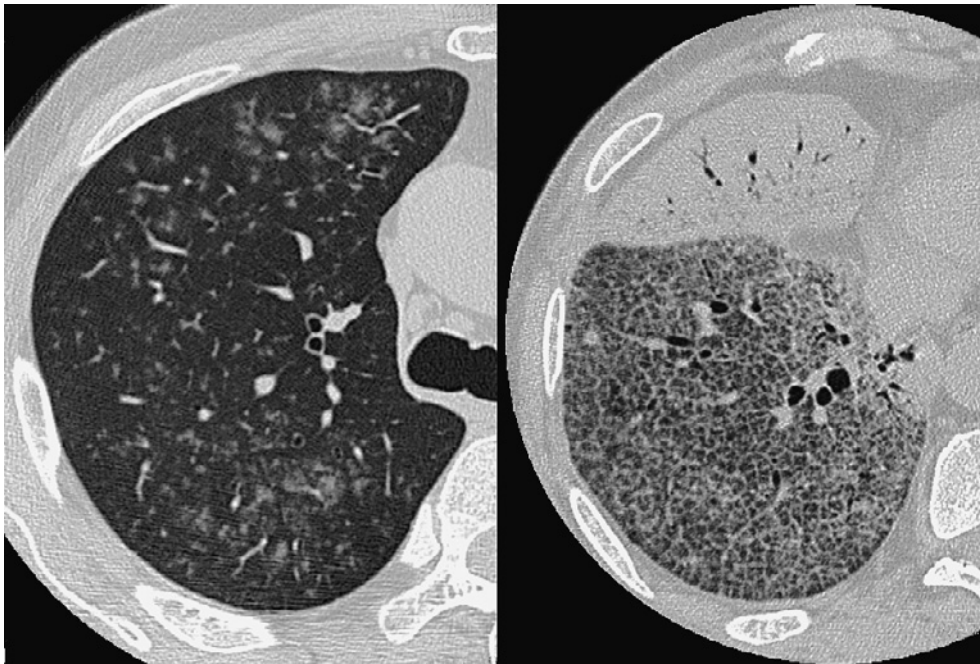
High-resolution computed tomography scans of the right lung.
